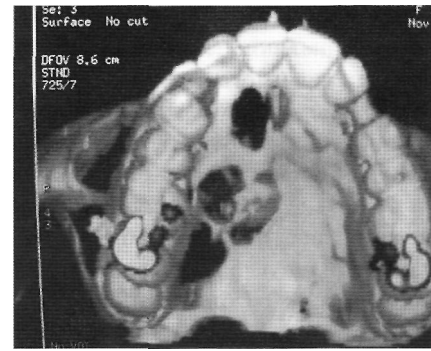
КТ показывает локализацию участков перфорации кортикальной пластинки. КТ пациента Г., 15 лет.
